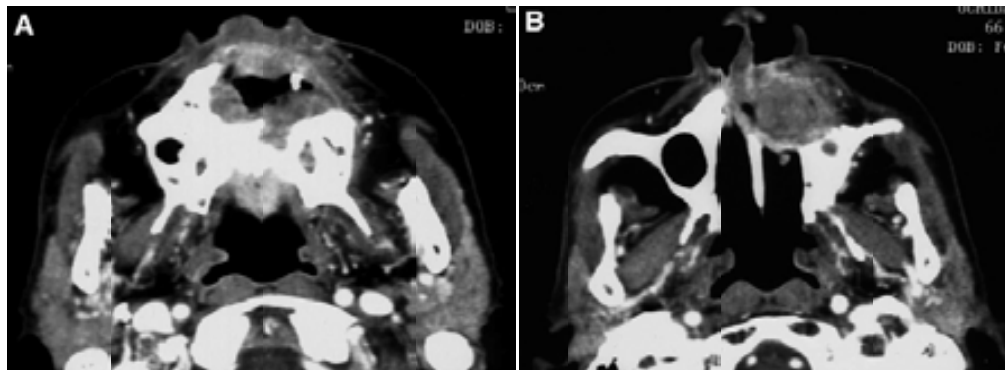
A) Tomografía computarizada realizada después de la biopsia incisional, muestra una extensión de la lesión con destrucción de paladar
